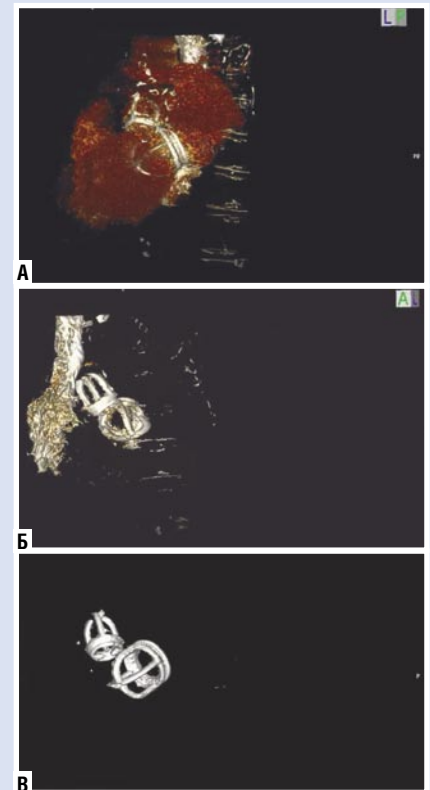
Спиральная компьютерная томография сердца с трехмерной реконструкцией. Определяются шаровидные протезы в митральной и аортальной позициях.
